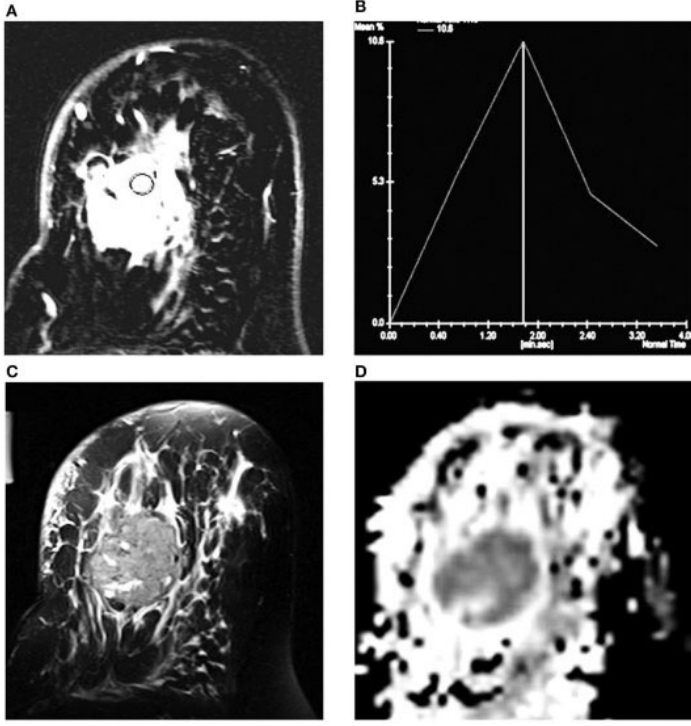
T1N0M0 sağ meme invaziv duktal karsinomu, ER-, PR- ve HER2+ olan ve yüksek Ki-67 pozitifliği olan 49 yaşında kadın hasta MRG incelemesinde Tip 3 zaman-sinyal eğrisi.
